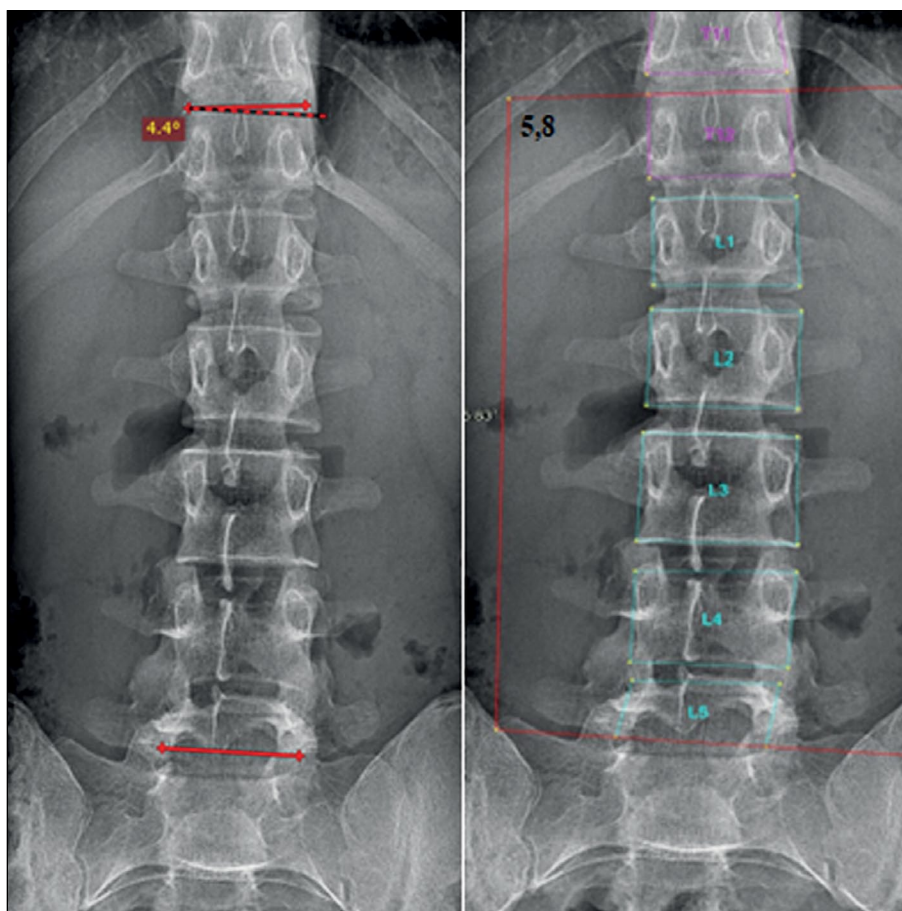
Ошибки программы при оценке снимков со сколиозом 0 степени. Углы Кобба, измеренные рентгенологом (слева) и программой искусственного интеллекта (справа). Вариабельность измерений незначительна ($1,4^\circ$), однако врач определяет 0 степень сколиоза, а искусственный интеллект — I степень.
